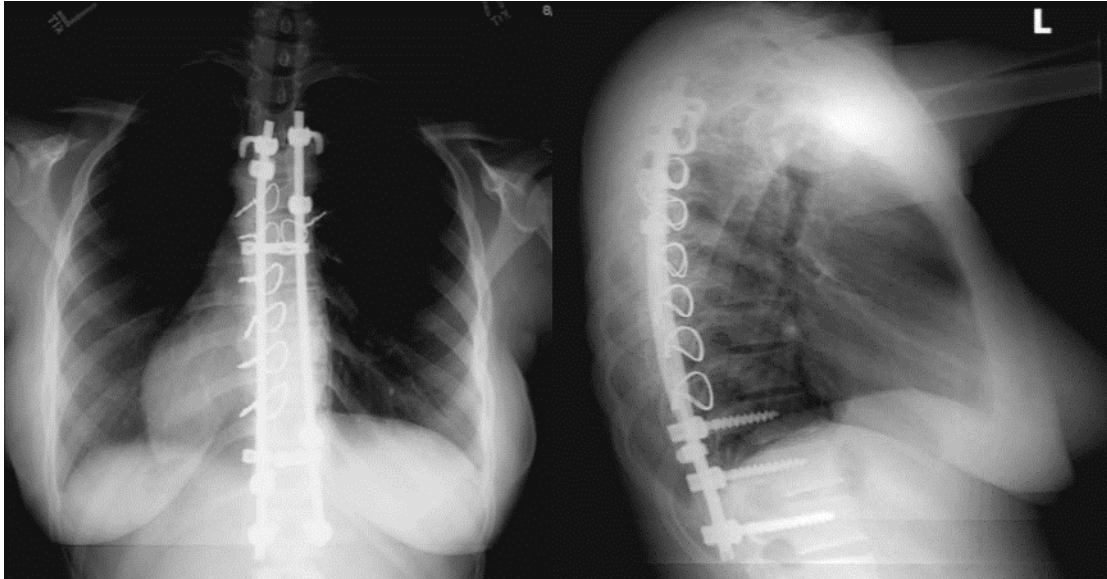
Radiografia anteroposterior (AP) pós-operativa (A) Radiografia lateral pós-operativa (B) ilustrando os fios implantados [25].
